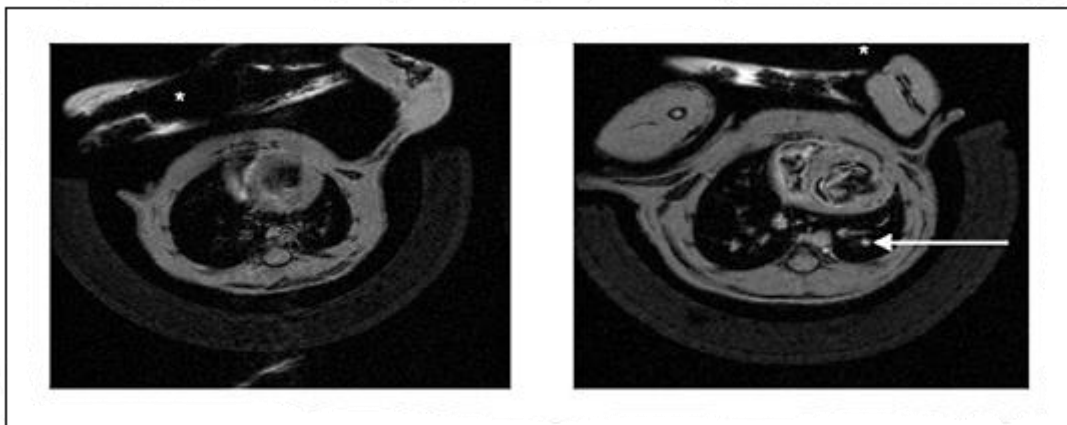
T1-gewichtete MRT-Sequenz einer erkrankten Maus (rechts) im Vergleich mit der Lunge einer gesunden Maus (links). Im rechten Bild sind hyperintense Areale (Pfeil), die eine bakterielle Infiltration des Lungenparenchyms darstellen, deutlich zu sehen.
